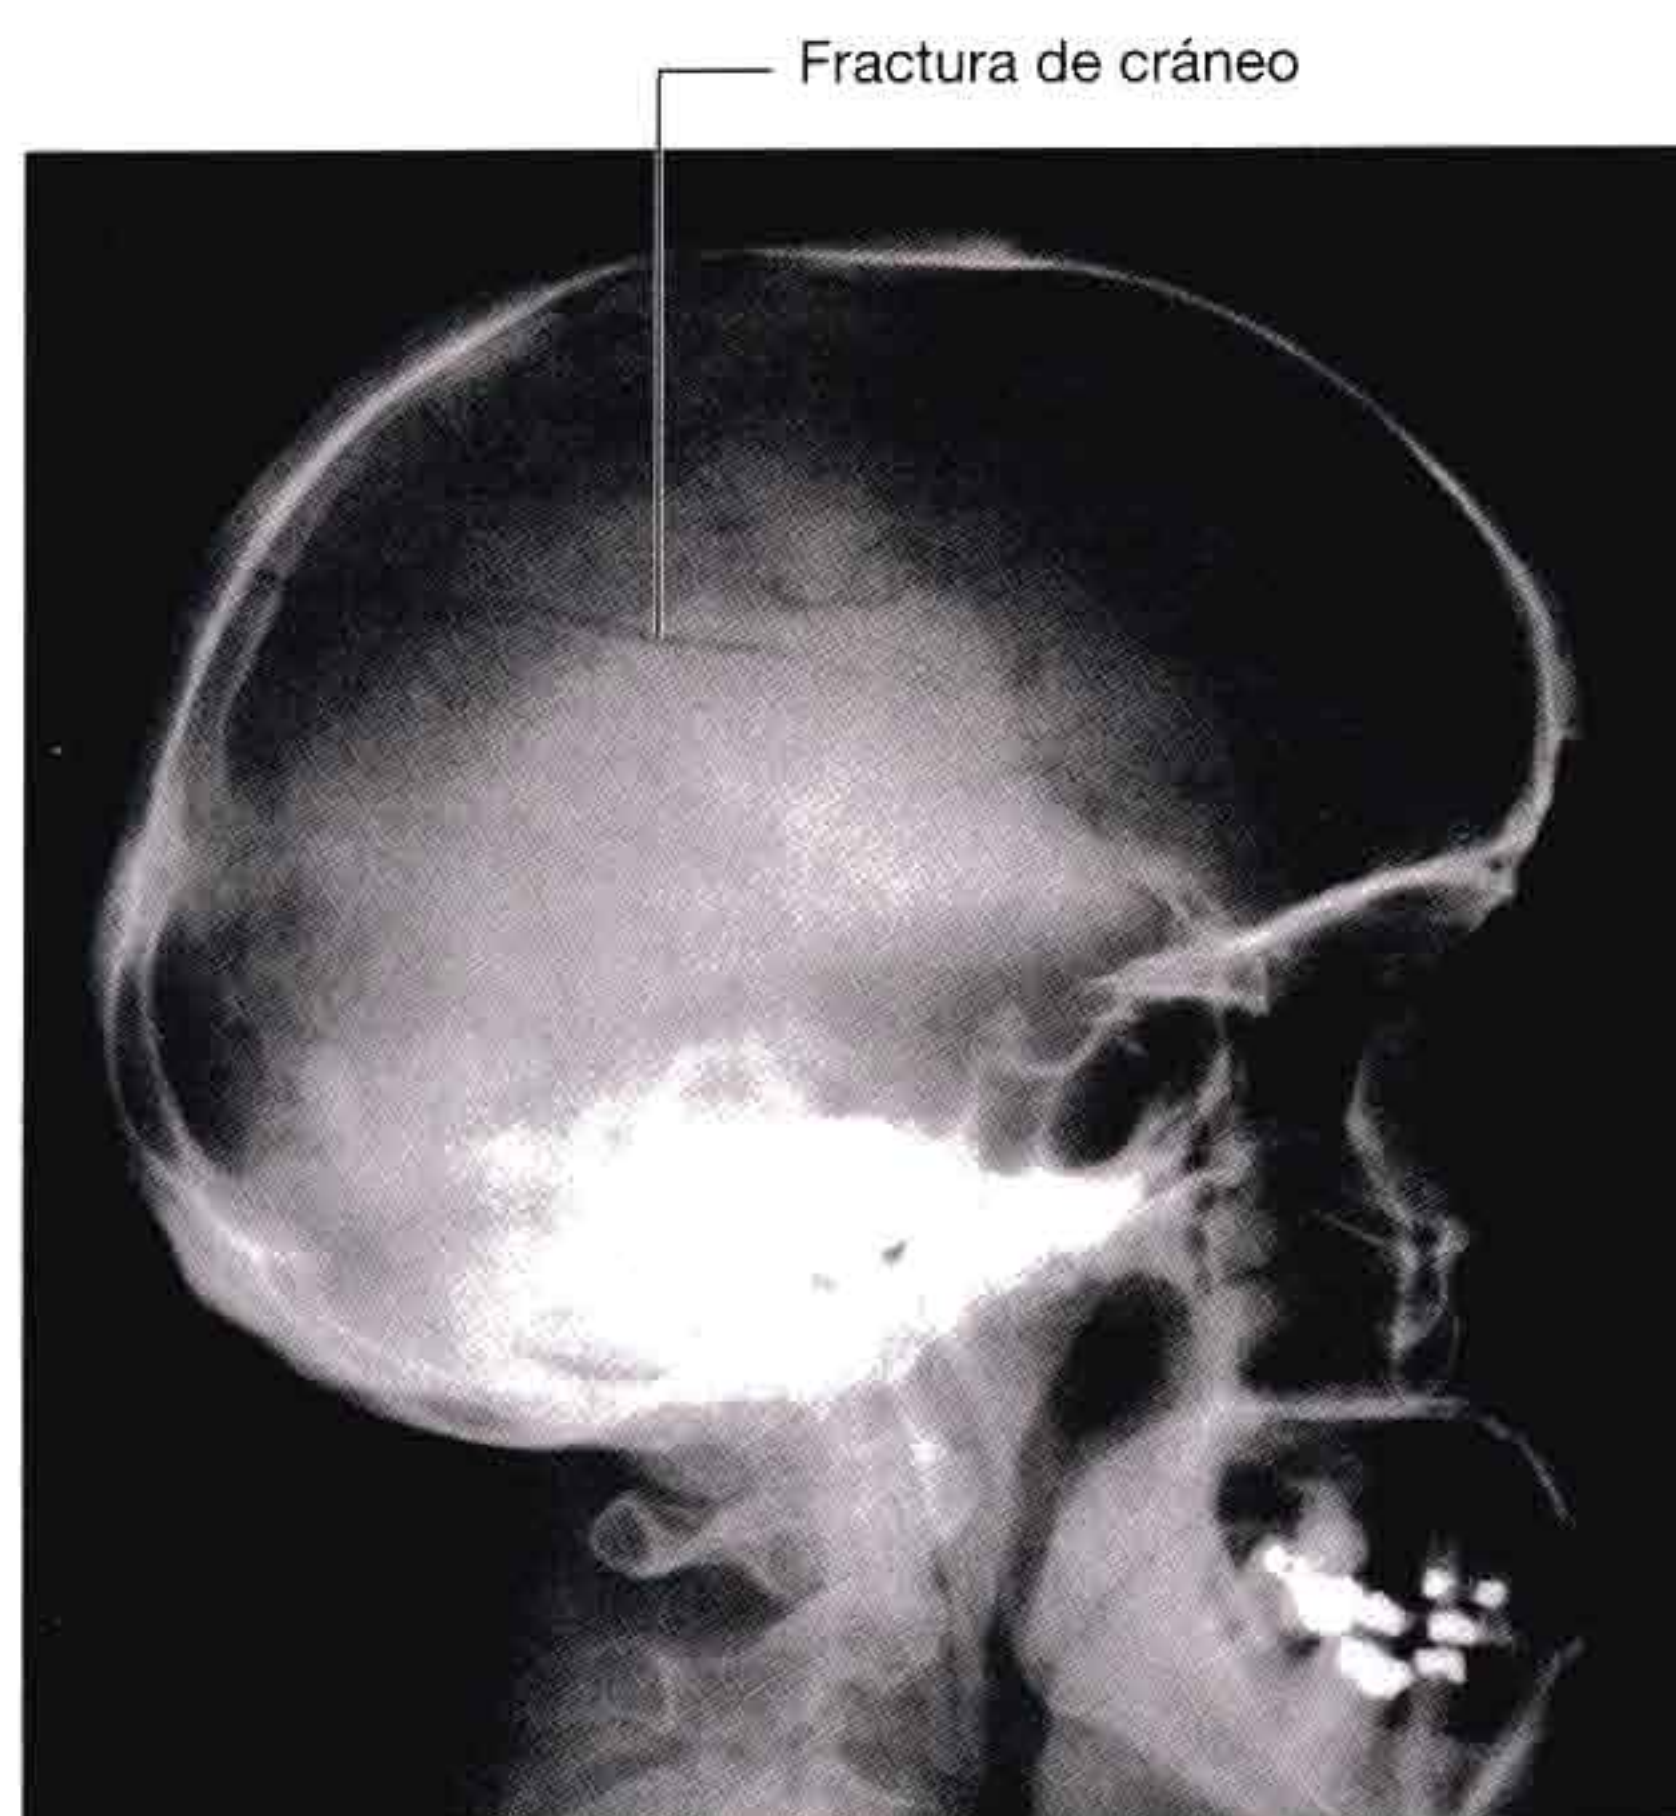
Radiografía de la cabeza donde se observa una fractura de cráneo.
